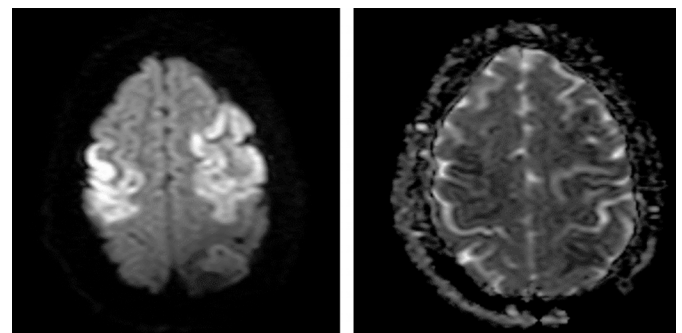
A) Resonancia magnética nuclear en secuencia difusión - restricción de señal sobre la topografía cortico-subcortical frontal, central y precentral de ambos hemisferios cerebrales. B) secuencia ADC demostrando áreas con disminución de los valores respectivos sobre las áreas anómalas anteriormente descritas.
